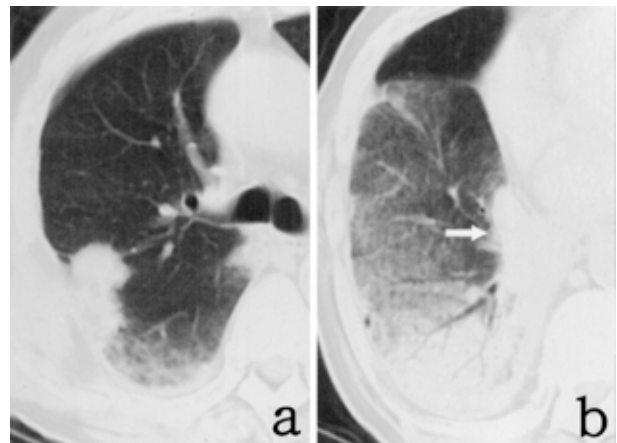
Chest CT. a. A metastatic nodule in right S². b. A mass lesion in S⁷ (arrow). Consolidation with air bronchogram and ground glass opacities in the lower lobe.
